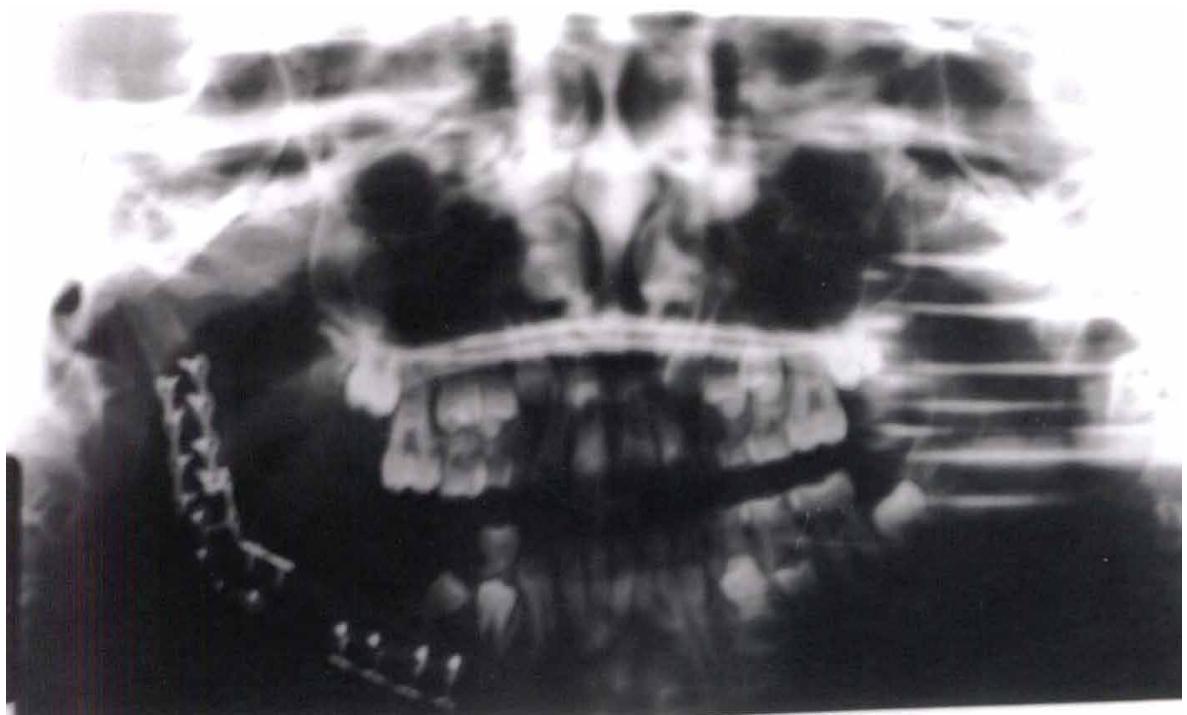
Cas n° 3 : Aspect radiographique de l'ostéosynthèse mandibulaire
